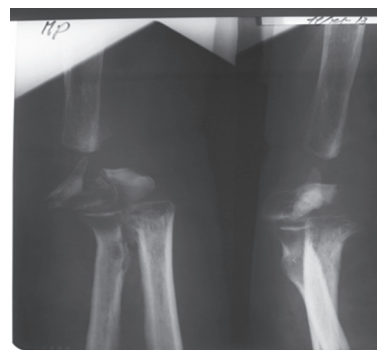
Рентгенограммы больного Б. и перед операцией
